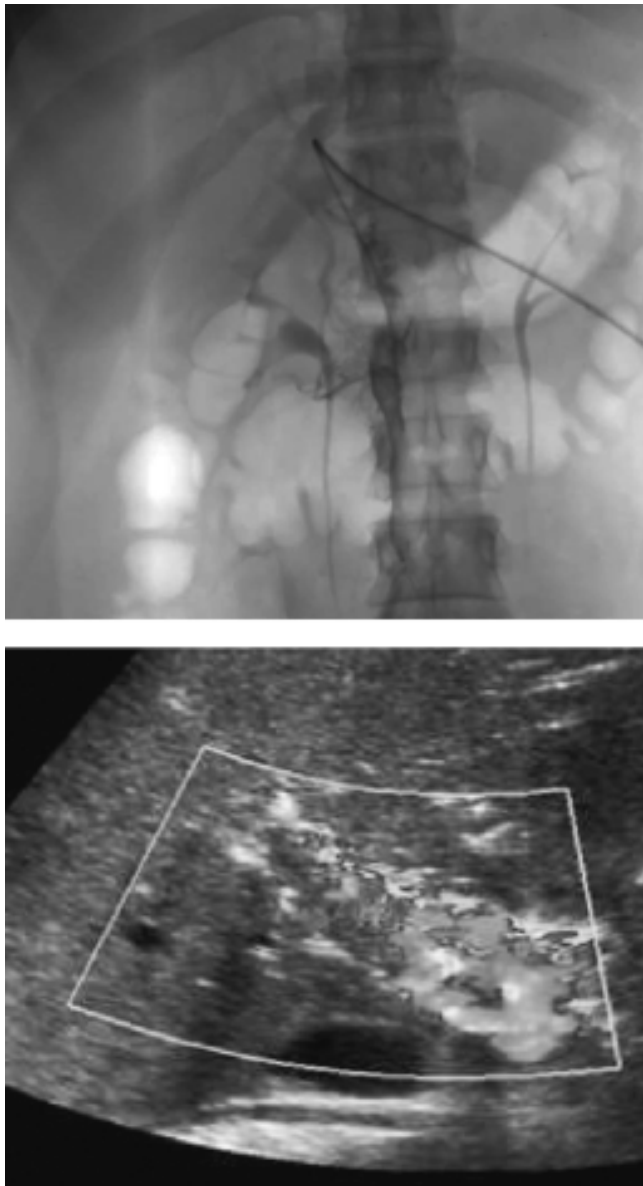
Se decidió tratamiento intervencionista con trombólisis selectiva en sala de hemodinamia. Se muestran los importantes defectos de llenado corroborados con el Doppler por ultrasonido.
